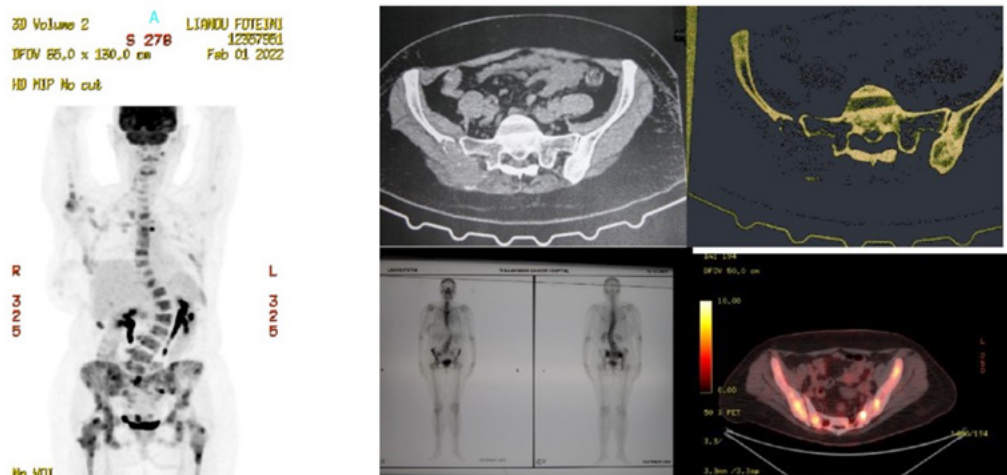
Άνδρας ηλικίας 53 ετών διαγνώστηκε με μεγάλο λέμφωμα από Β κύτταρα με πολλαπλές βλάβες που προσλαμβάνουν FDG άμα θέλει και κάτωθεν του διαφράγματος. Υπήρχαν PET θετικές/CT αρνητικές βλάβες του μηριαίου (πράσινα βέλη). Ο ασθενής υποβλήθηκε σε αξονική τομογραφία πλήρους δόσης που απόβηκε αρνητική για σκελετικές μεταστάσεις.
